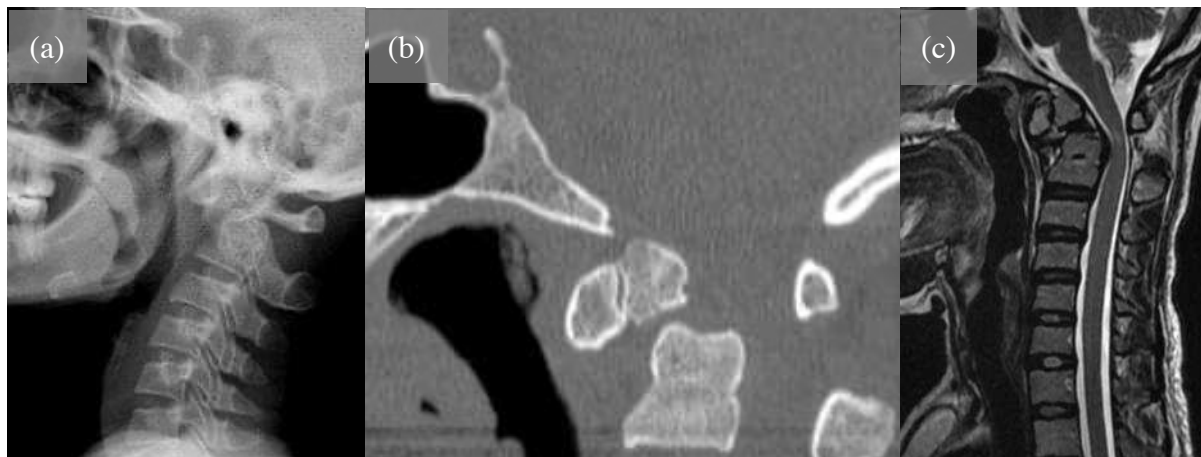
Osso odontoide em paciente com 37 anos de idade, displasia espondilometafisária e lesão da medula espinhal no plano do corpo vertebral de C2: radiografia (a), tomografia computadorizada (b) e ressonância magnética (c). Arquivo pessoal do autor.
